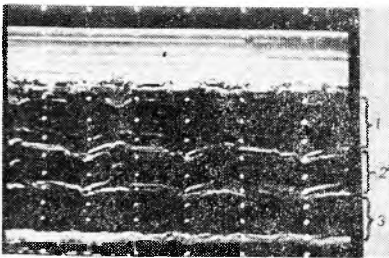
Эхокардиограмма аорты и левого предсердия (I позиция датчика). Условные обозначения: 1 — выносящий тракт правого желудочка, 2 — аорта, 3 — левое предсердие.
